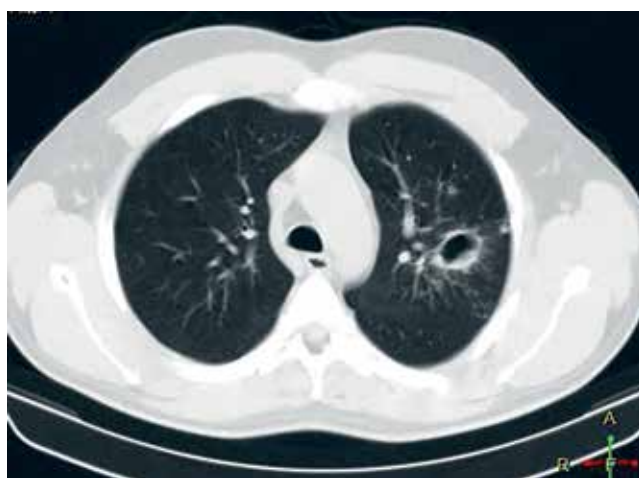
КТ ОГК больного С. в начале заболевания (описание в тексте)
